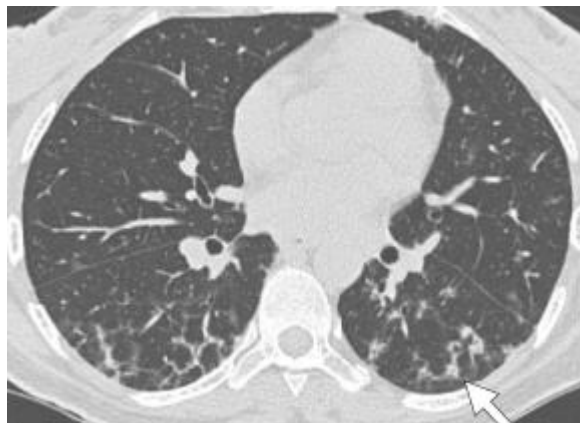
TDM thoracique en coupe axiale montre des lignes septales irrégulières.
